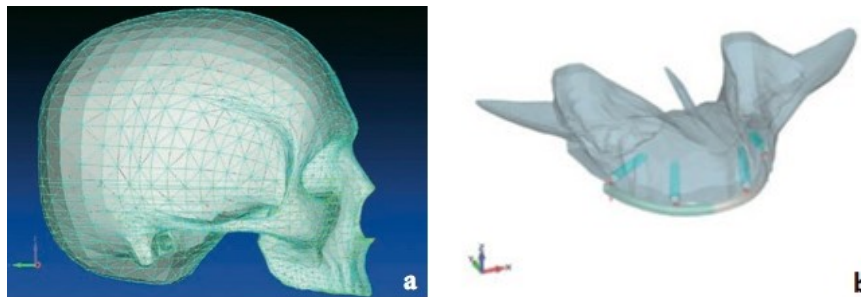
a) Modello virtuale di cranio ricavato da immagini radiografiche tridimensionali.
